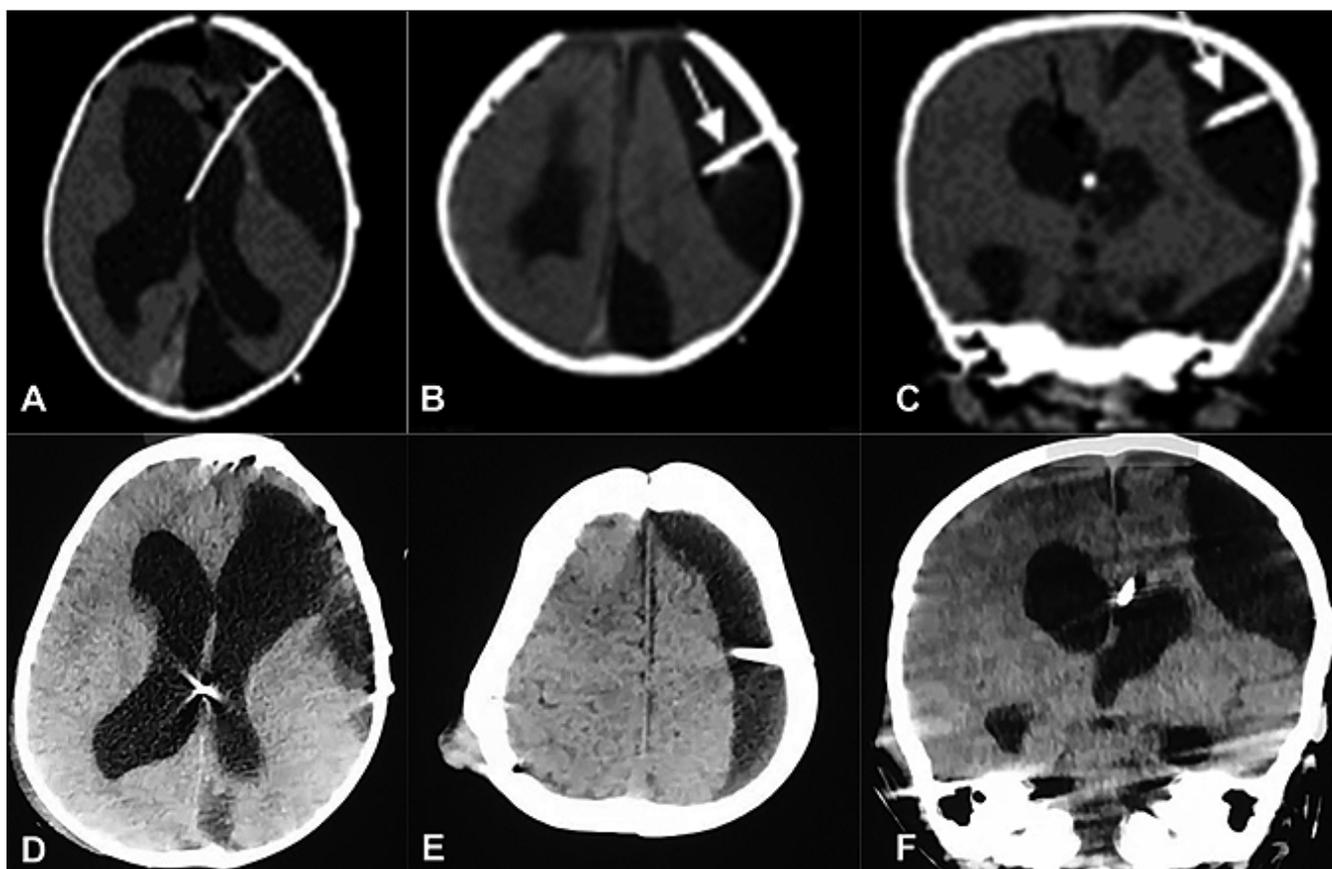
TC cerebral postoperatoria inmediata (A-C). Catéter ventricular (flecha negra [A]), Catéter subdural (flecha blanca [B]), de sistema de derivación ventriculoperitoneal de presión media izquierda. TC control al año postoperado (D-F), observe la encefalomalacia frontal izquierda (D) y el higroma subdural (E y F).
